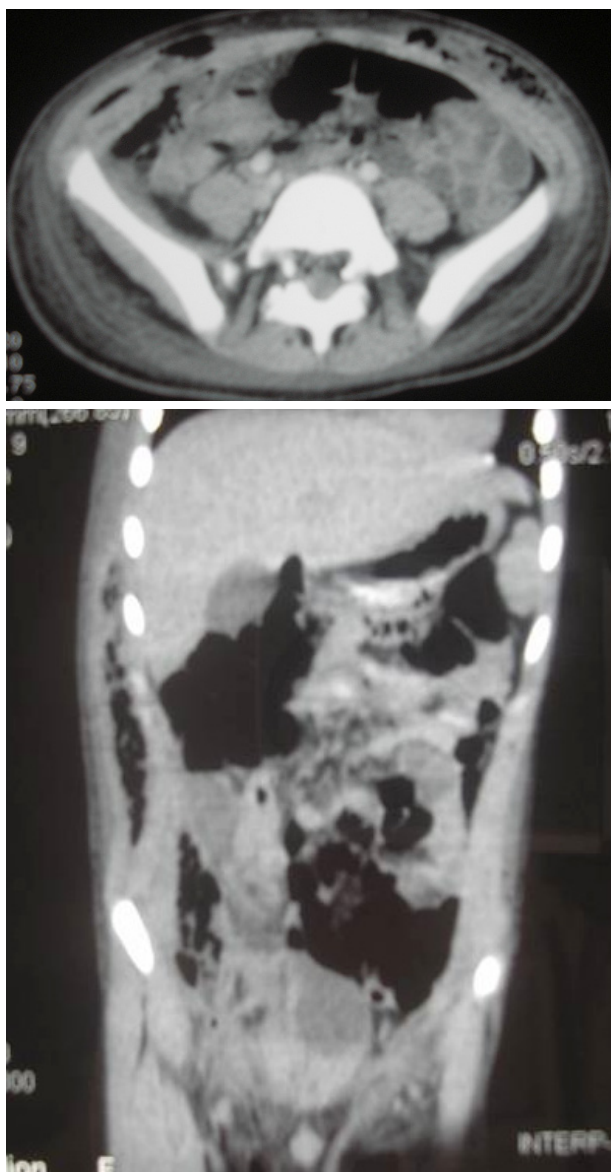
TAC tóraco-abdominal com marcado espessamento da parede tóraco-abdominal e ar no tecido celular subcutâneo
